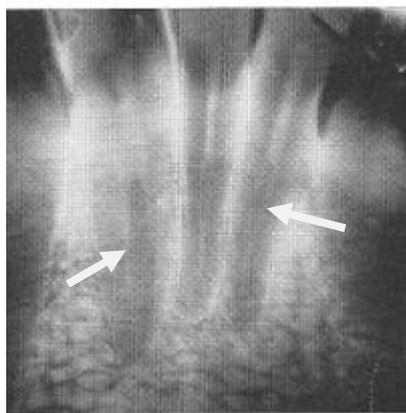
Radiographie de pulpolithes allongés des incisives mandibulaires d'un trompettiste de 37 ans, jouant 2h/jour depuis 20 ans (d'après Cremmel et Coll. [12])
